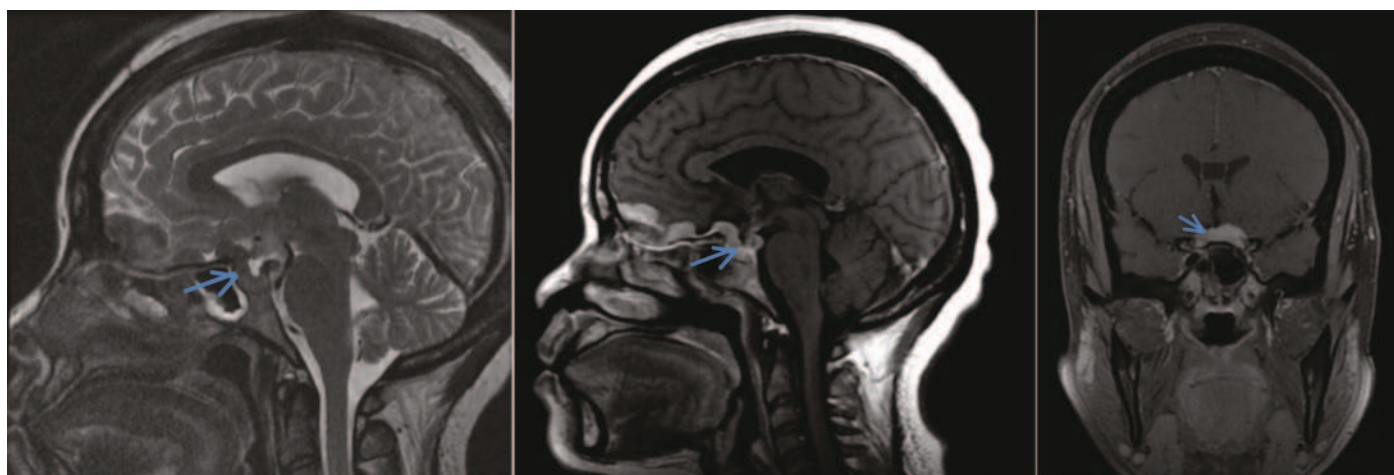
Cranial MRI showing a mass around the hypothalamic-pituitary area (arrow) in a sagittal T2-weighted sequence (left), a sagittal T1-FLAIR sequence after gadolinium administration (middle) and a coronal T1-weighted sequence (fat sat) after gadolinium administration (right).
